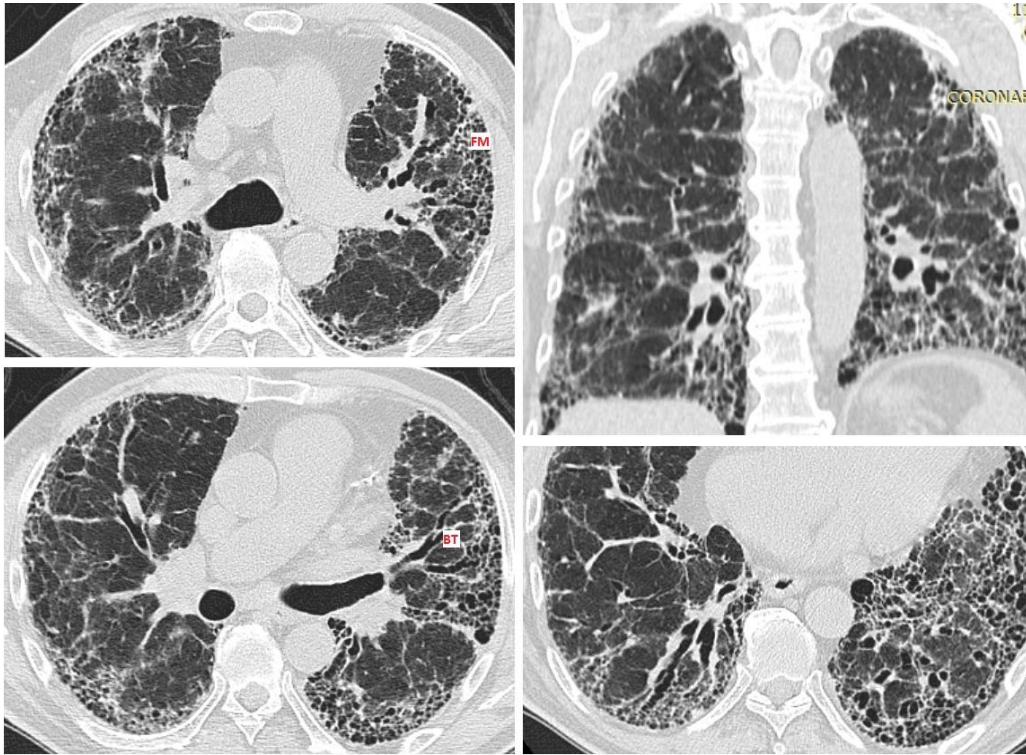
HRCT torace: pattern UIP.
